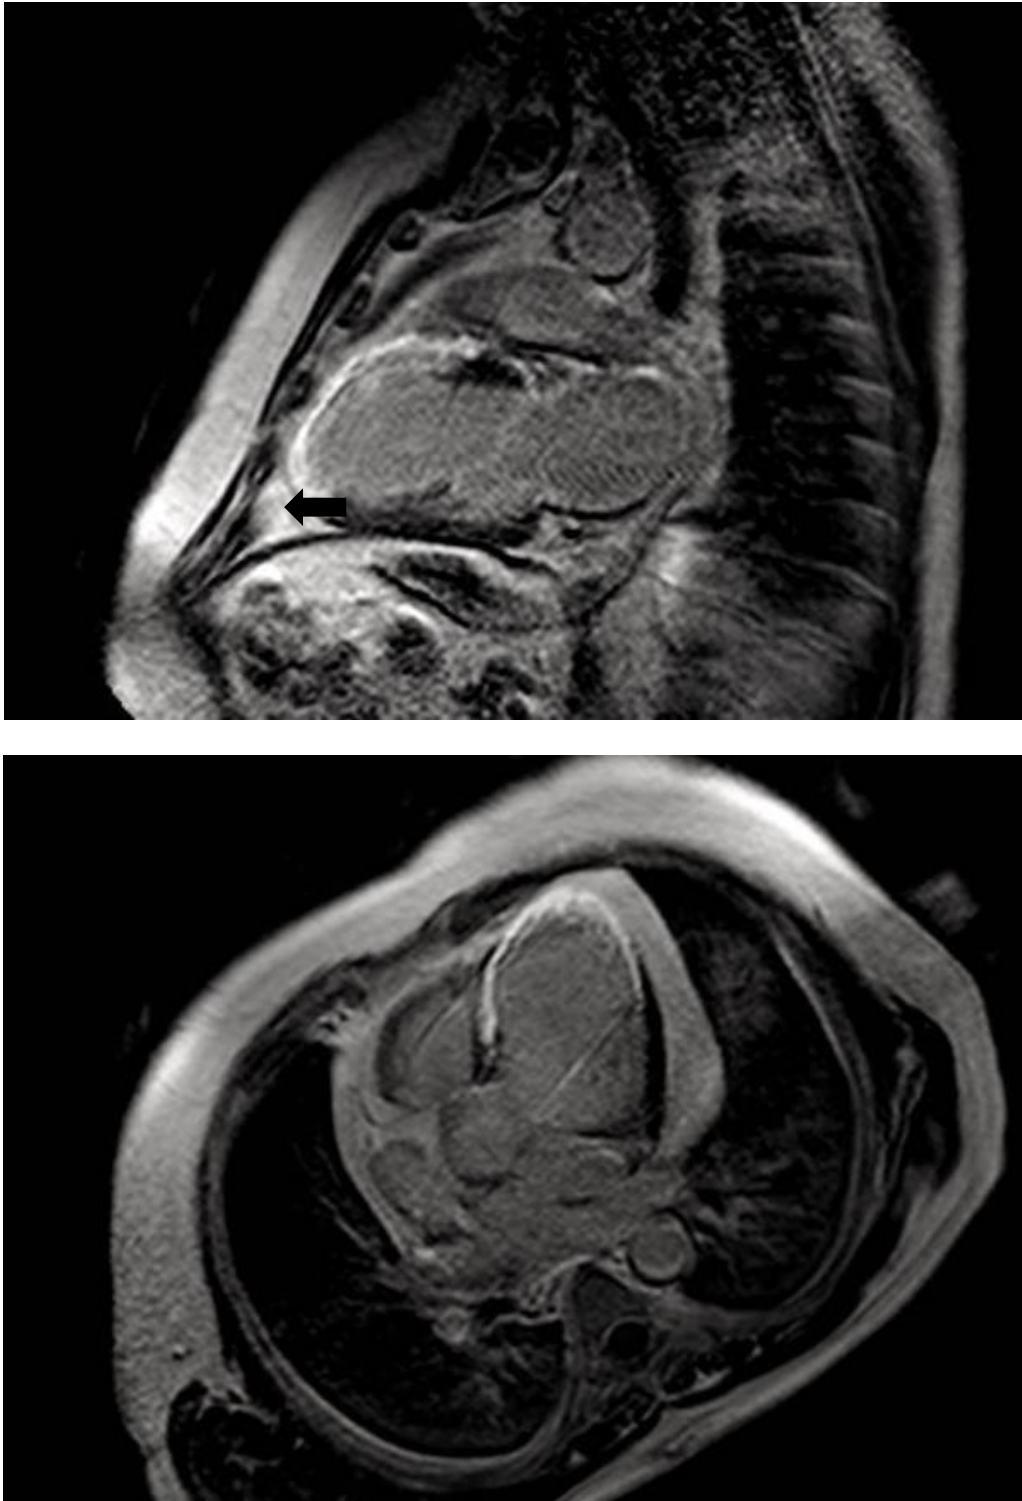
Resonancia nuclear en infarto agudo de miocardio.
